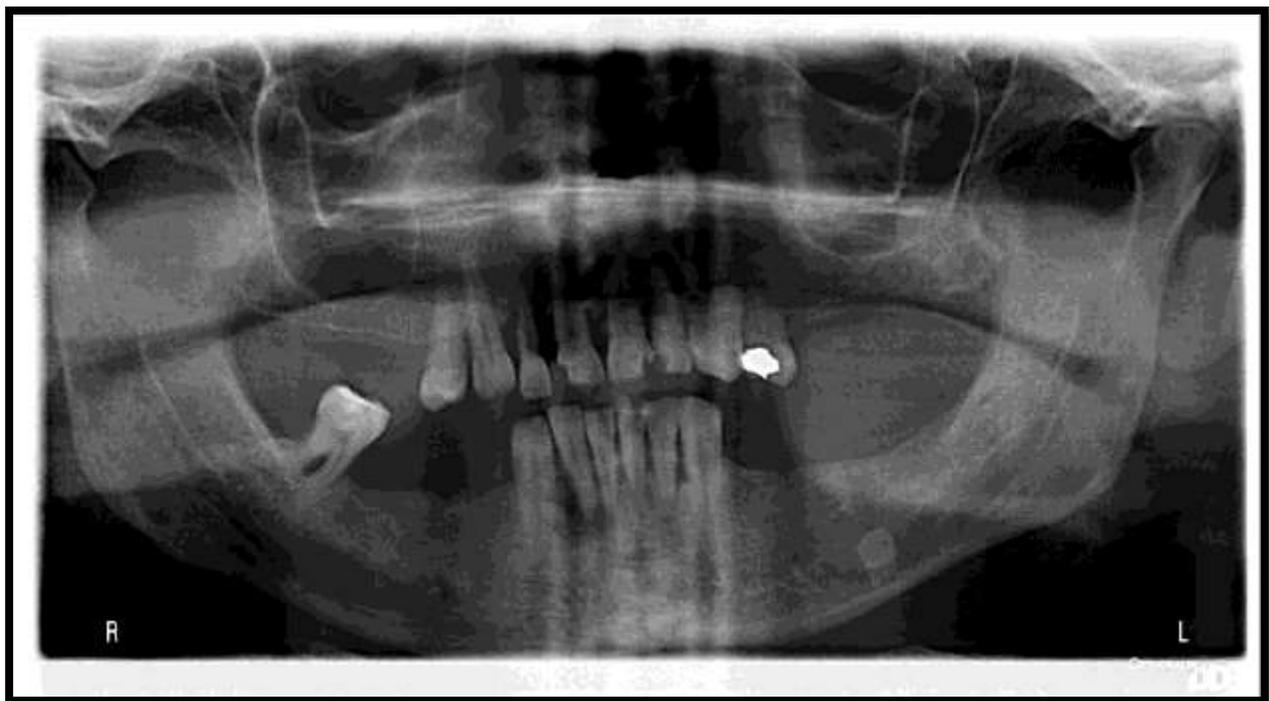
Ortopantomografía del paciente adulto.
